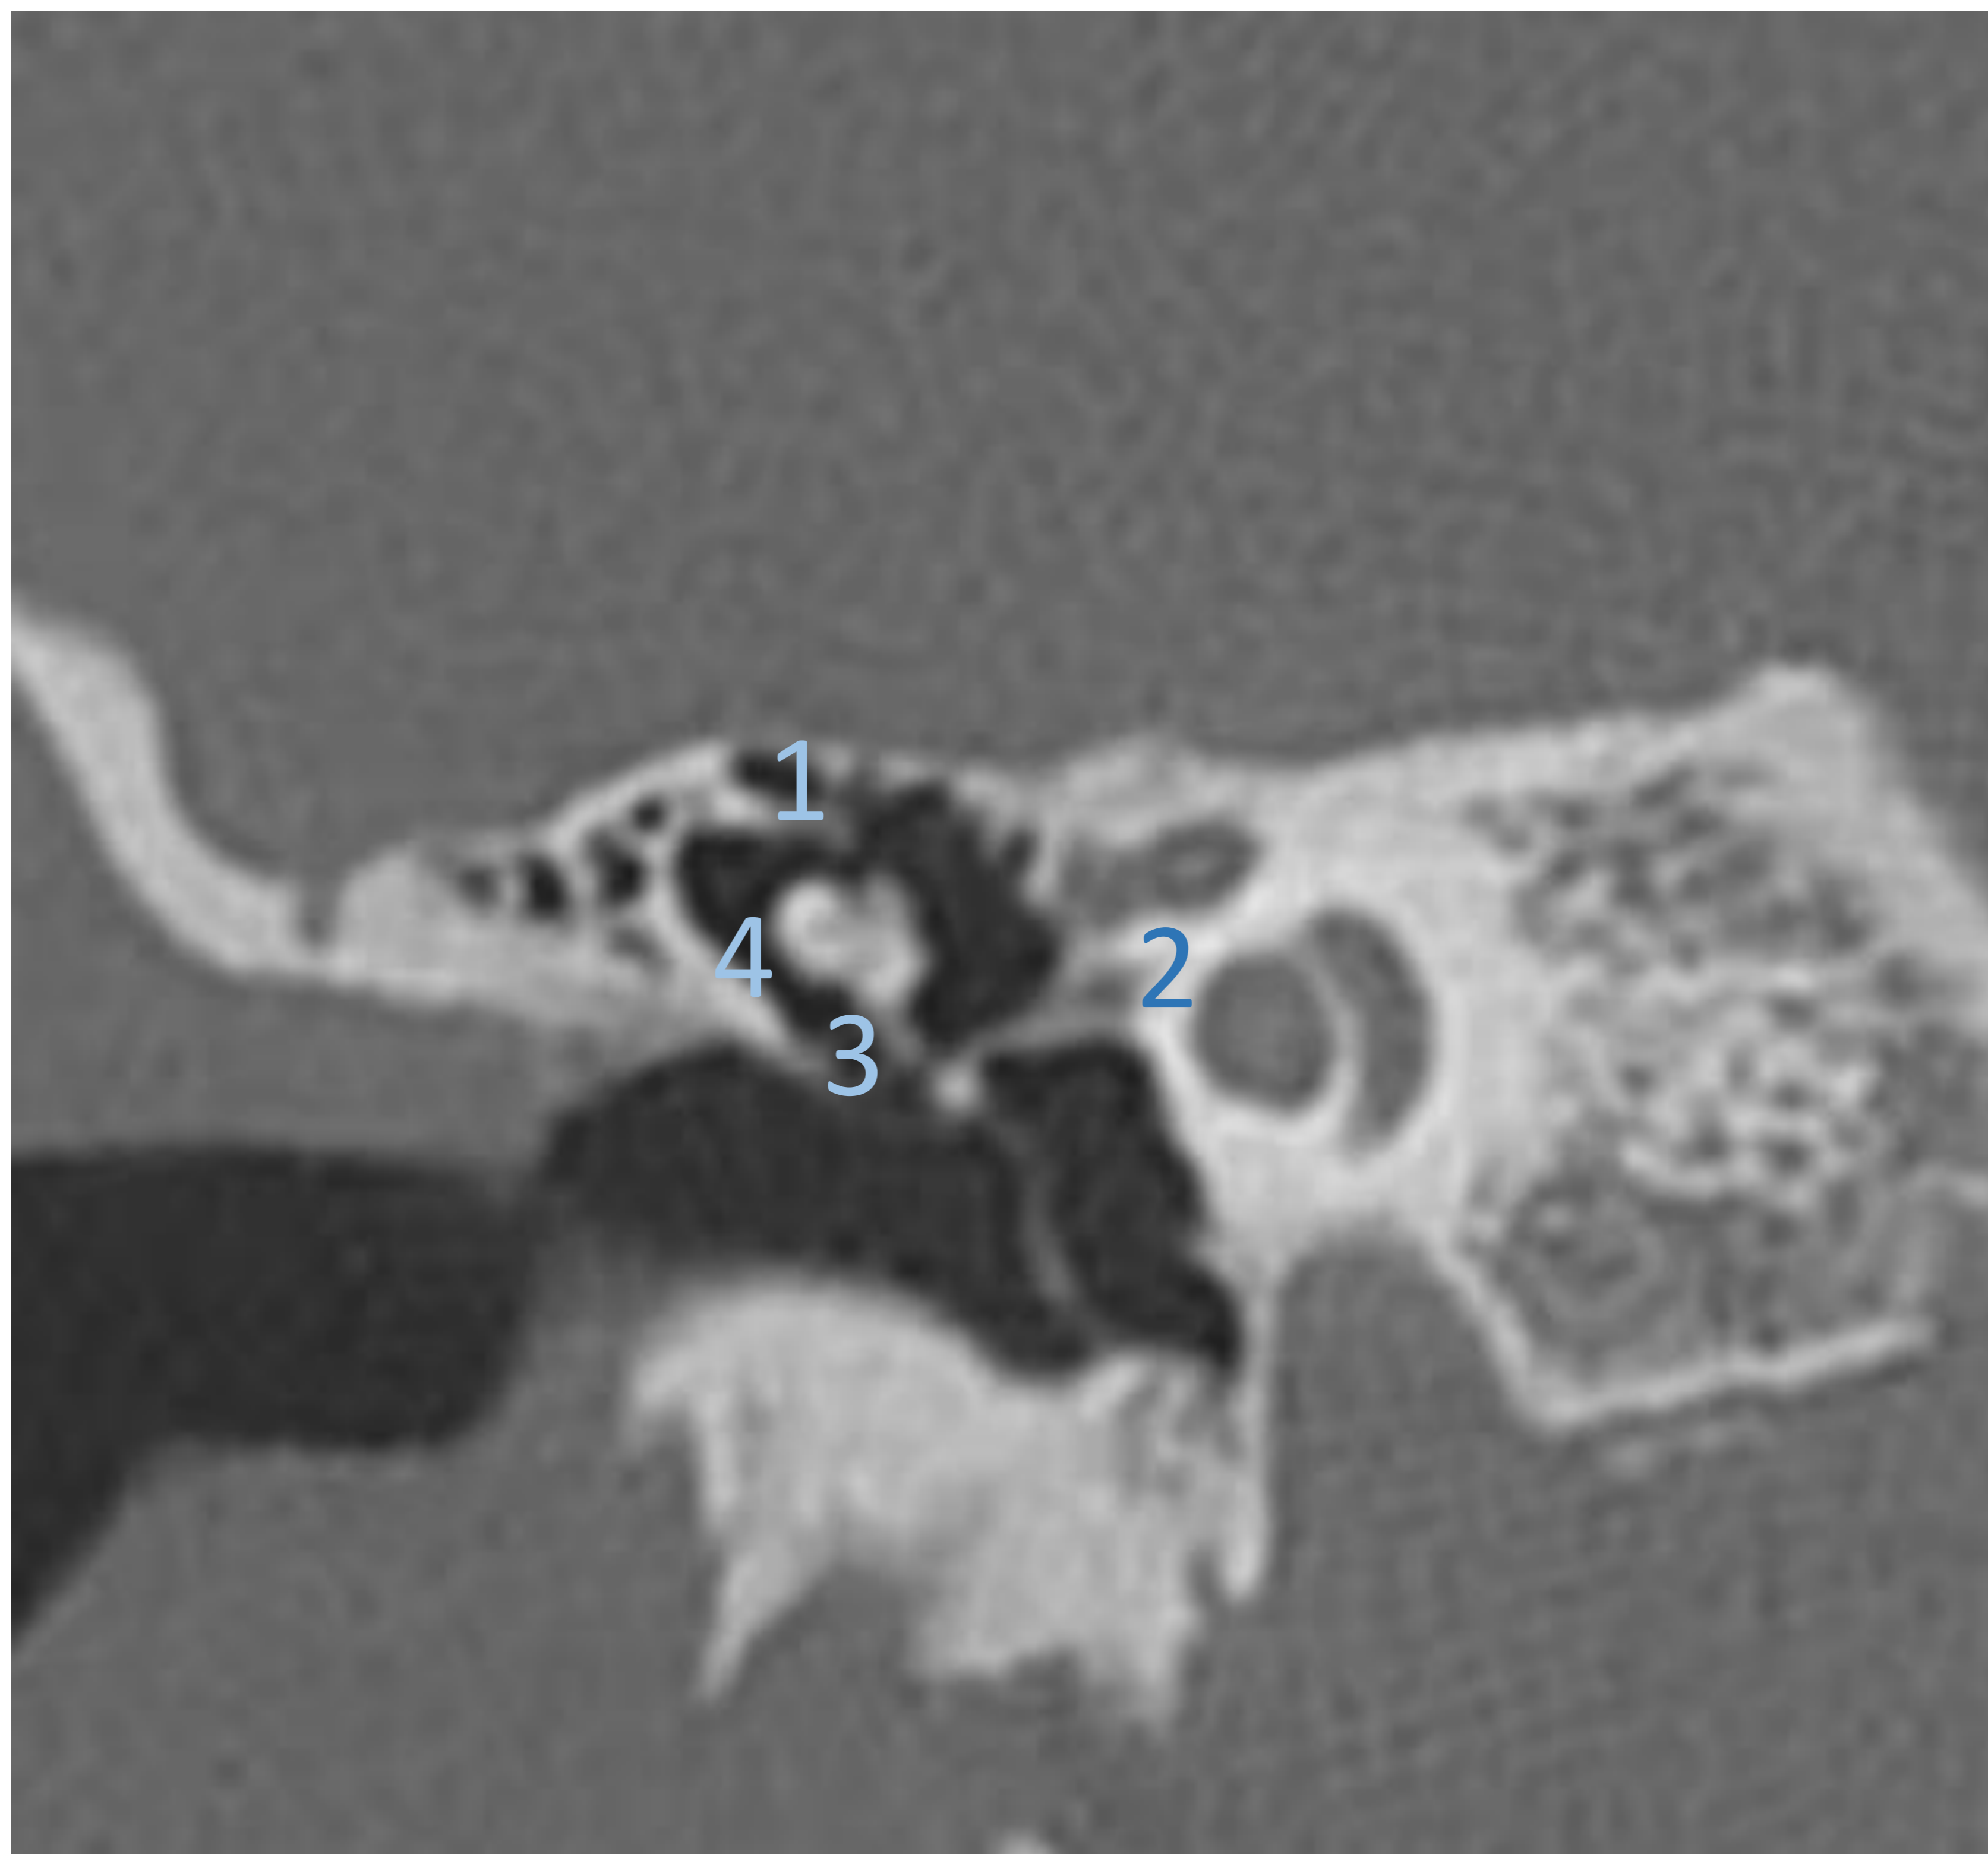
Corte coronal TC: 1)Epitímpano o ático con 2)porción timpánica del facial, 3) espacio de Prussack y 4) receso epitimpánico lateral.
